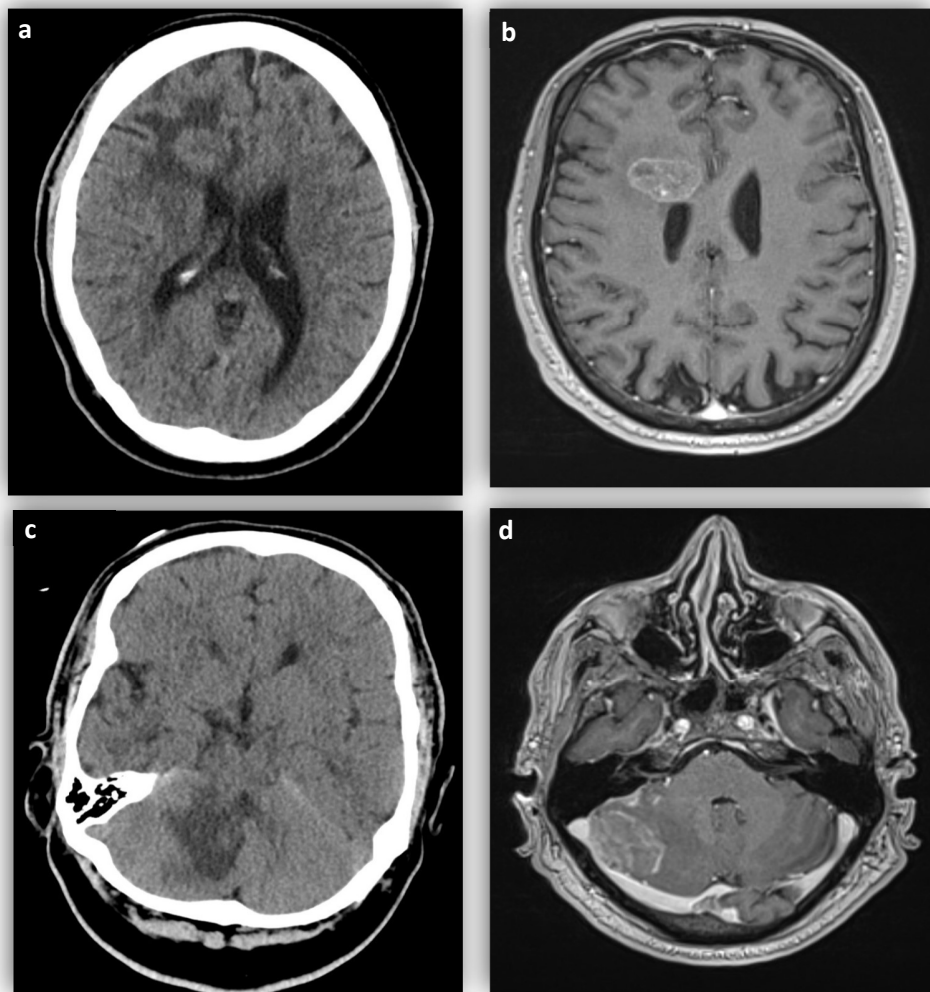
Verschiedene diagnostische Methoden in gleicher Schichtebene bei Patienten mit MHM und supra- und infratentoriellen Befunde: a) und c) Computertomographie (CT) nativ vs. b) und d) Magnetresonanztomographie des Schädels mit Kontrastmittel (KM).
